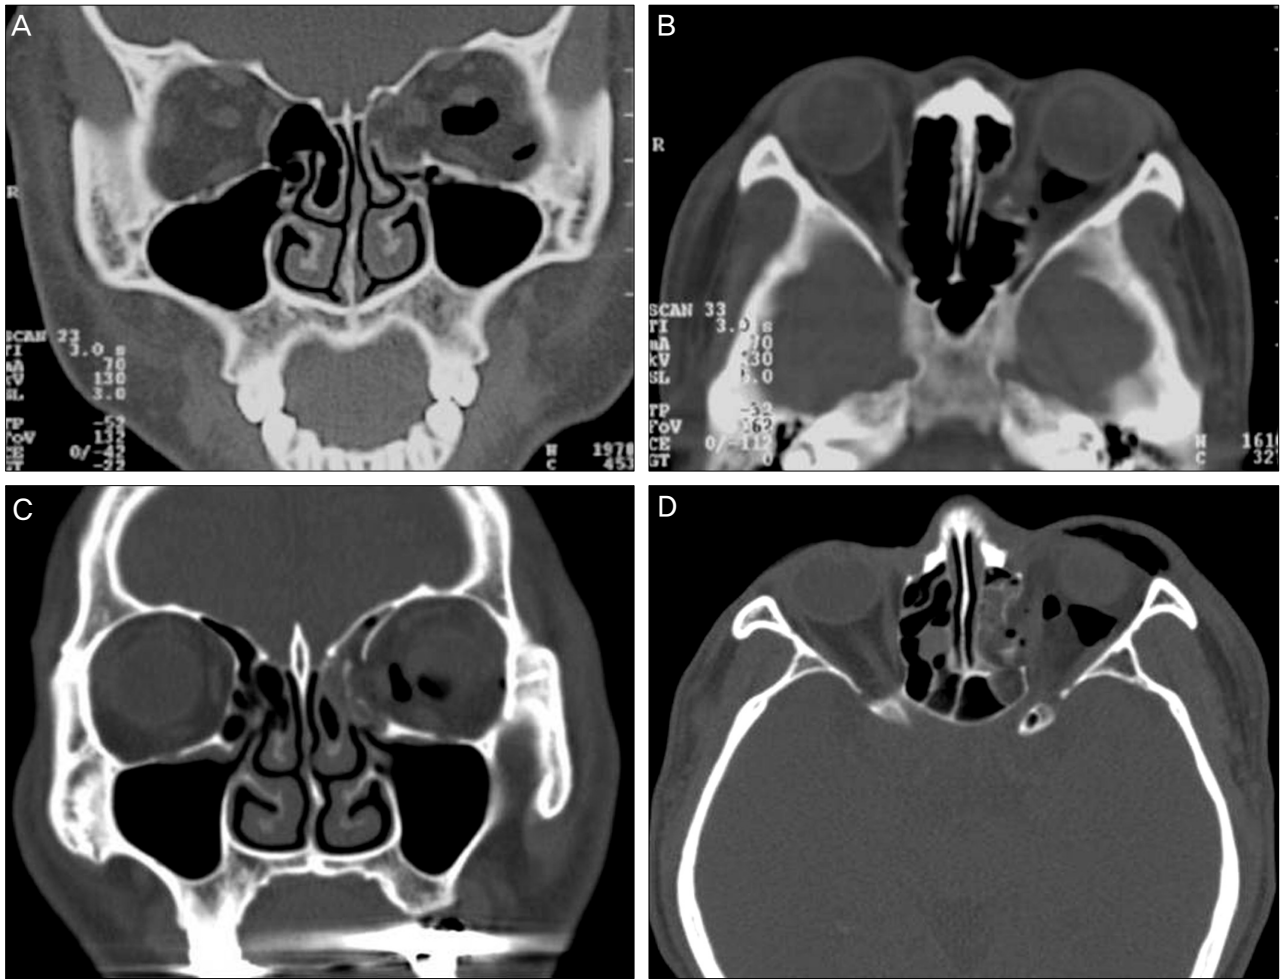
Large medial orbital wall fractures of the left eye are shown on the preoperative CT. (A) Coronal view of Case 1 patient. (B) Transverse view of Case 2 patient. (C) Coronal view of Case 1 patient. (D) Transverse view of Case 2 patient.
